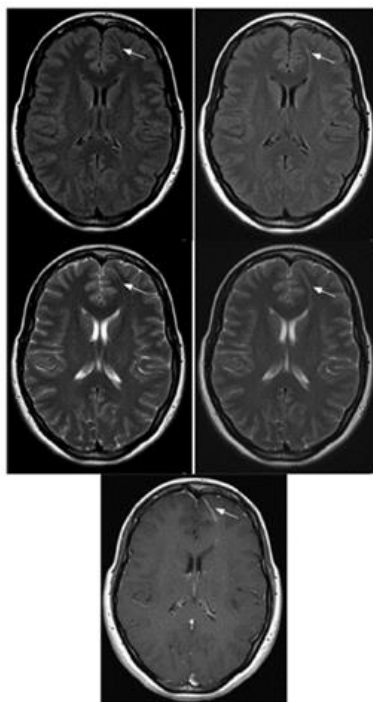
Aksijalna T2 FLAIR TSE (gornja lijeva), aksijalna T2 FLAIR TSE BLADE (gornja desna) i aksijalna T2 TSE BLADE (donja) slika mozga
